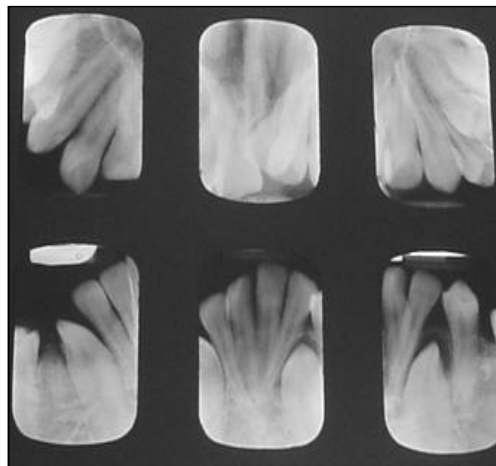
Paciente VP. Radiografías periapicales a la edad de 16 años
